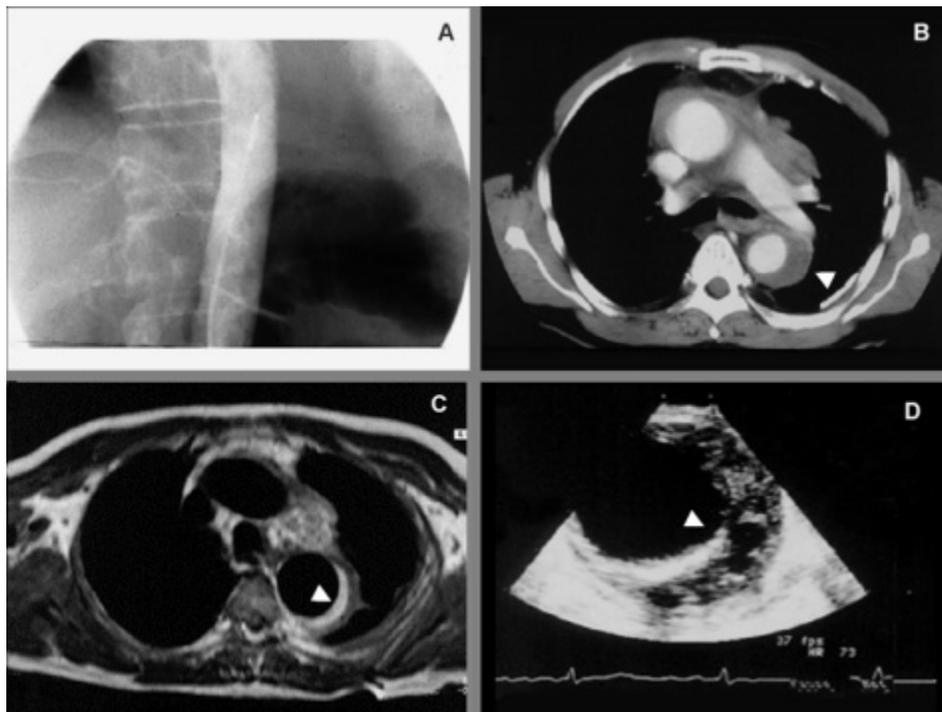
HI tipo B evaluado por cuatro técnicas de imagen. A, aortografía que no revela patología. B, tomografía computada que evidencia HI asociado a un hematoma periaórtico. C, resonancia magnética que revela una señal hiperintensa que identifica el HI. D, ecocardiografía transesofágica que evidencia el HI con áreas ecolúcidas sugestivas de microdesgarros. Fuente: Evangelista A. "Aortic intramural hematoma: Diagnosis, treatment and evolution". En: Baliga R; Nienaber C; Isselbacher y Eagle K. *Aortic dissection and Related Syndromes*. Nueva York, Springer Science+Business Media, 2007, p. 261.
